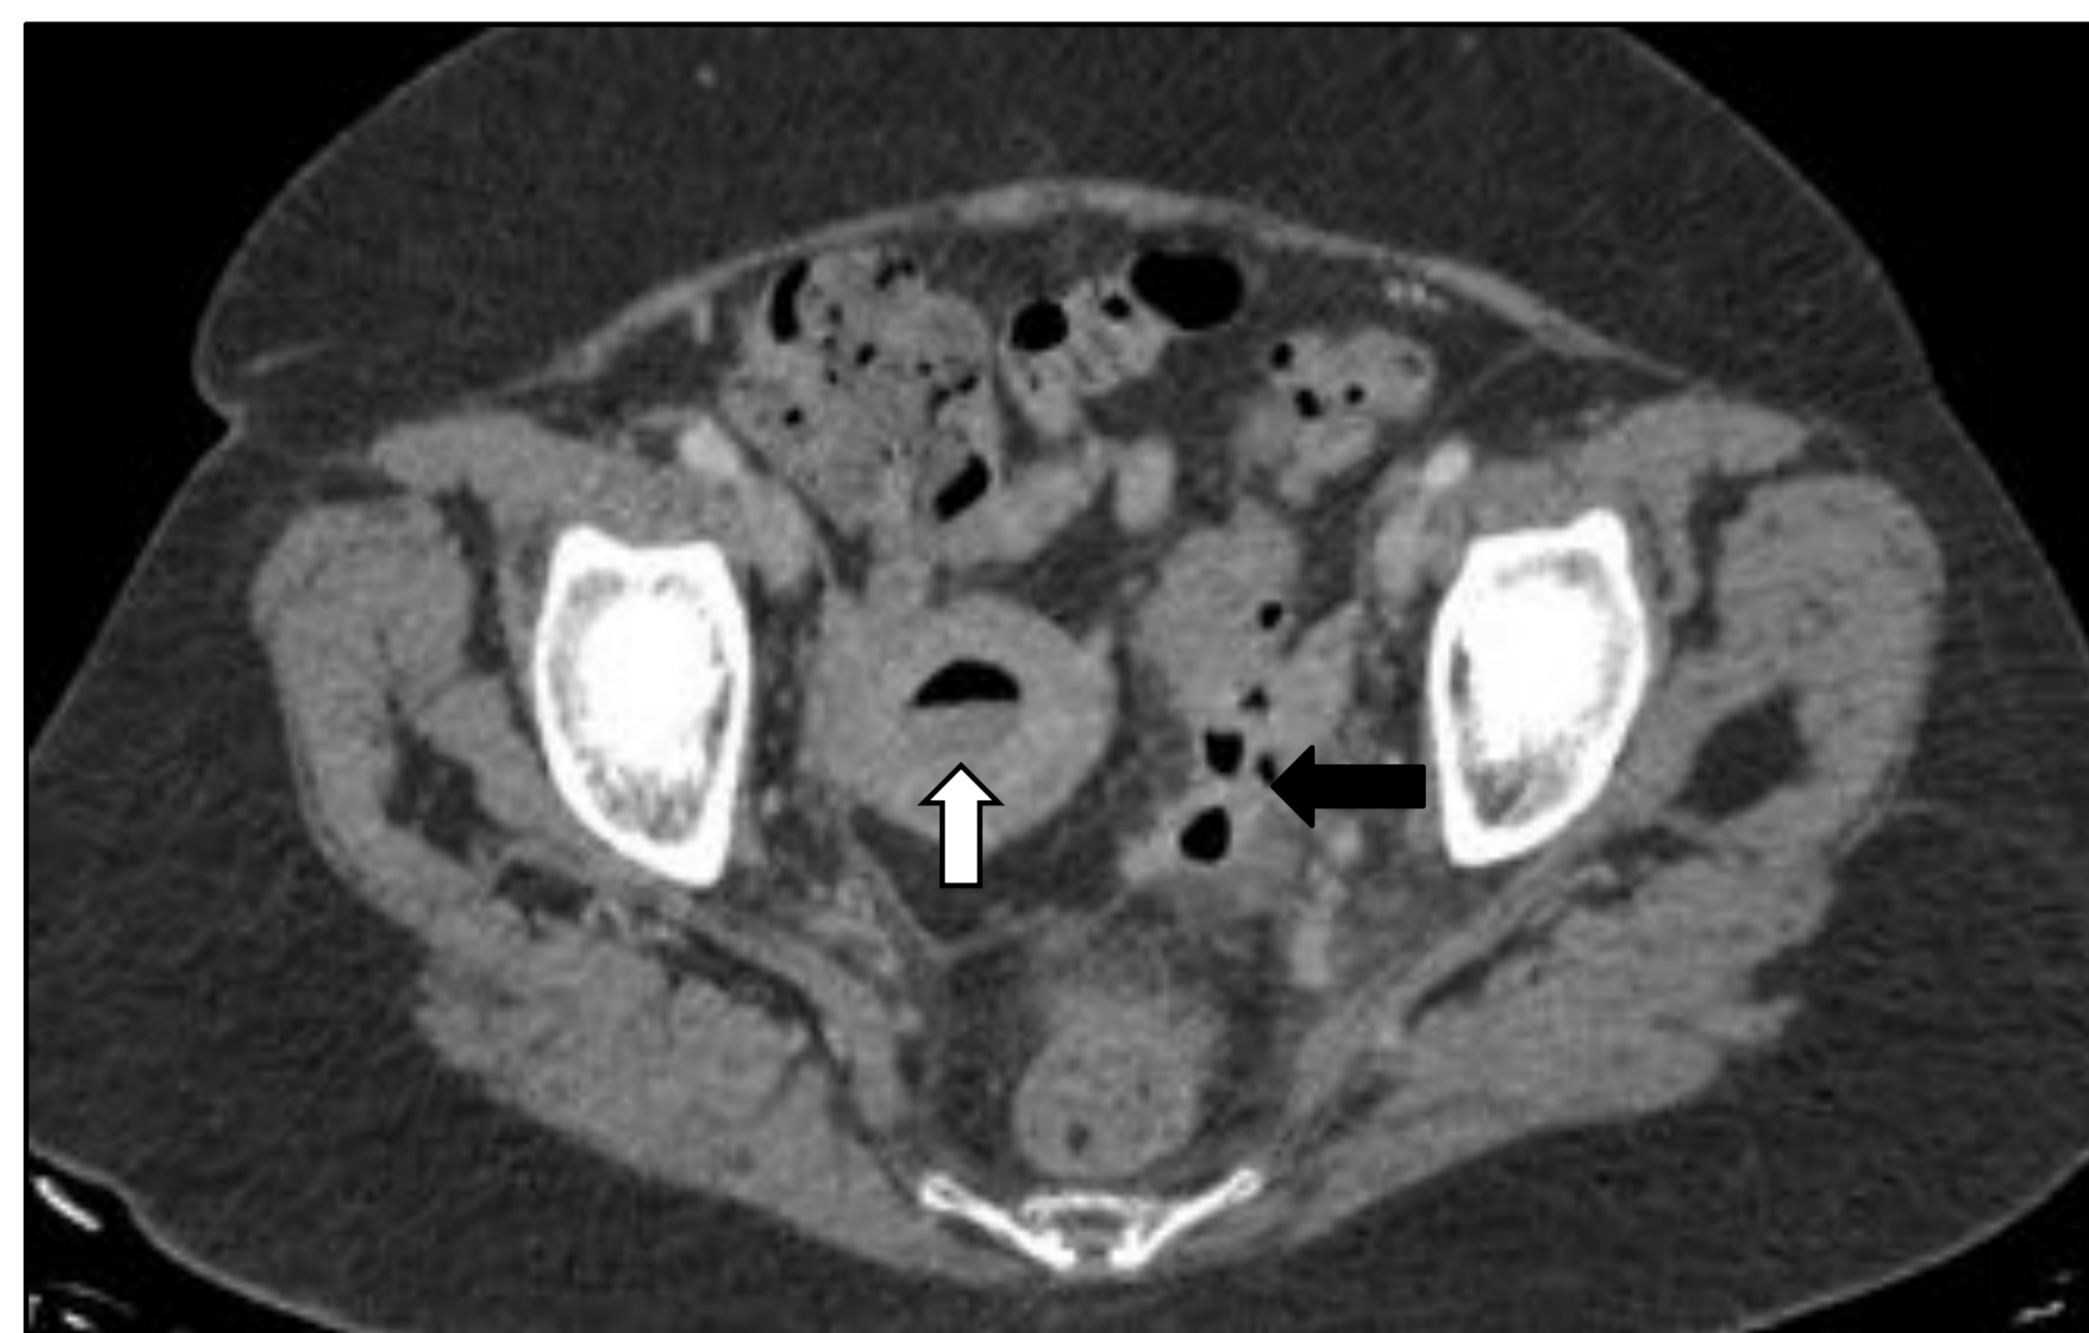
Endometritis y absceso tubo-ovárico en TC. Paciente de 36 años con dolor pélvico, leucorrea, fiebre y leucocitosis. Nivel líquido-gas en cavidad uterina (flecha blanca). Pequeña colección en anejo izquierdo con gas en su interior y reticulación de la grasa adyacente (flecha negra).
